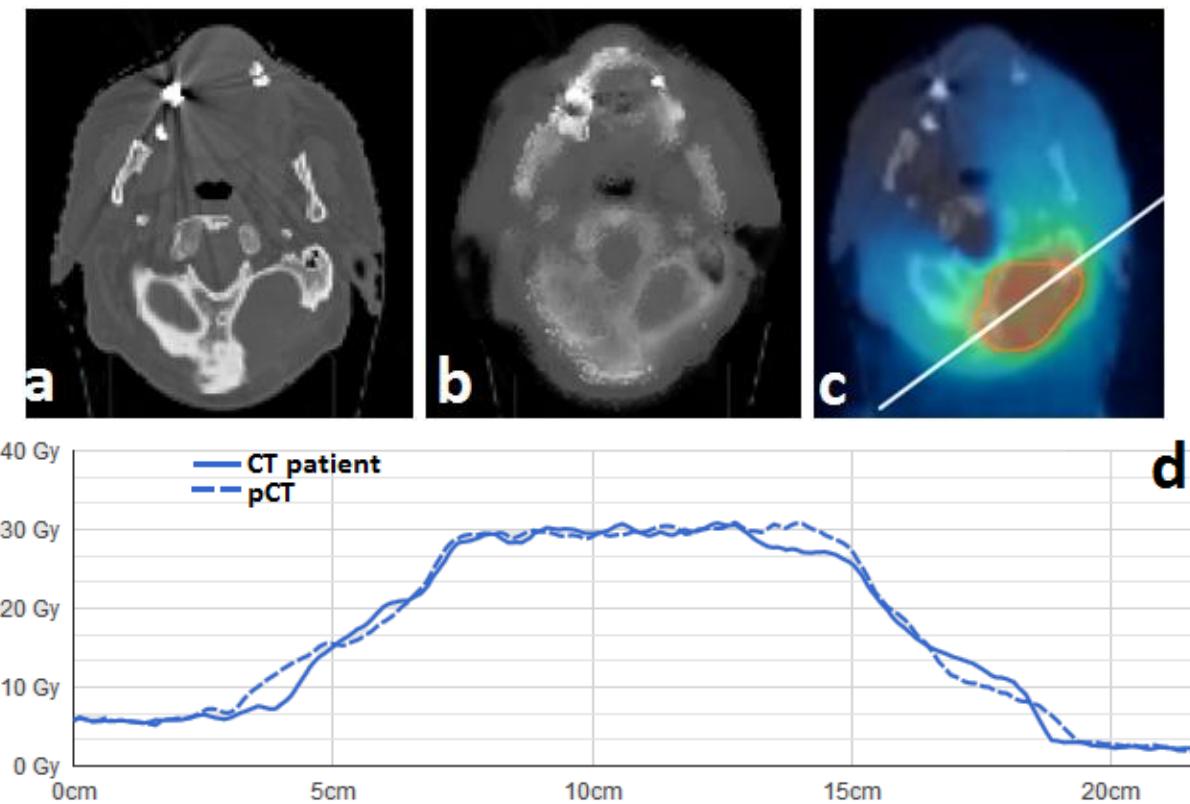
Cas du plan Tomotherapy. a) CT patient ; b) pCT ; c) répartition de la dose sur la coupe ; d) profil de dose le long de la ligne blanche tracée en c).
